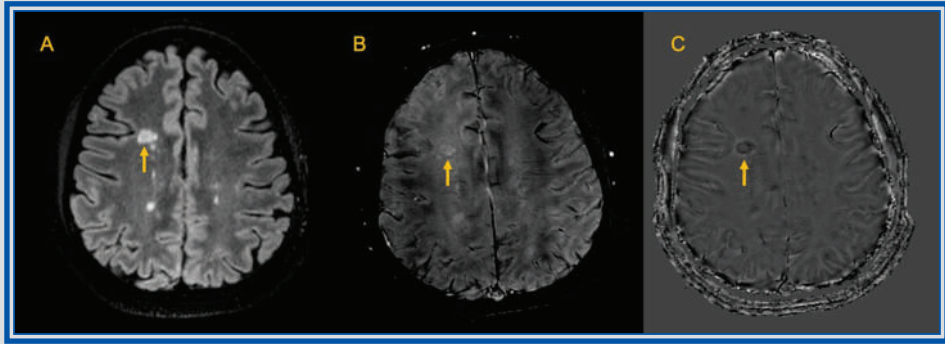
Capítulo 4. Secuencia FLAIR (A) con lesión desmielinizante en paciente con EM, que presenta el signo del anillo de hierro en imágenes de SWI (B), más evidente en las imágenes en fase de SWI (C).
